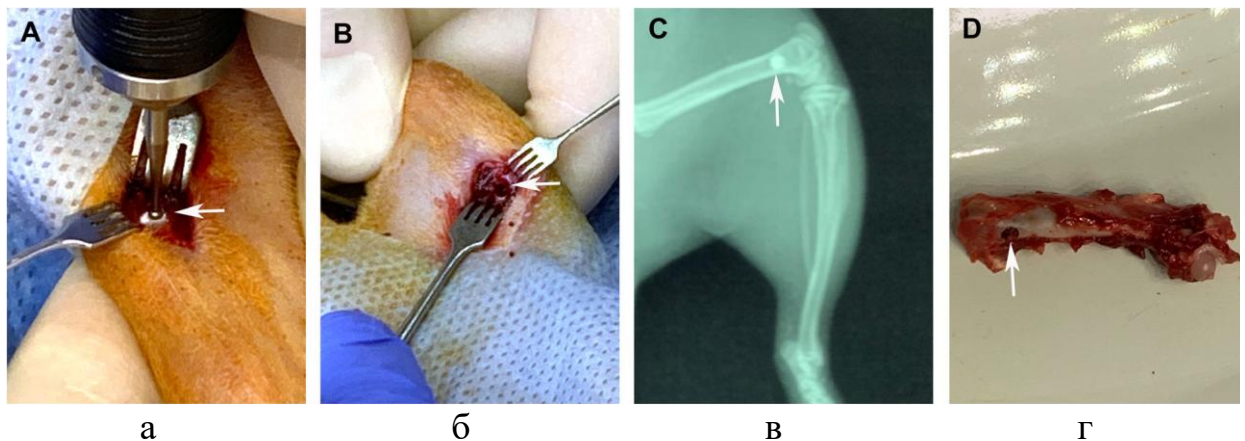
Відтворення дефекту (стрілка) в дистальному відділі стегнової кістки щура (а). Відтворений дефект (стрілка) (б). Рентгенограма стегнової кістки щура з імплантатом (стрілка) безпосередньо після хірургічного втручання (в). Стегнова кістка щура після евтаназії з наявним в кістці імплантом через 45 діб після операції (стрілка) (г).
